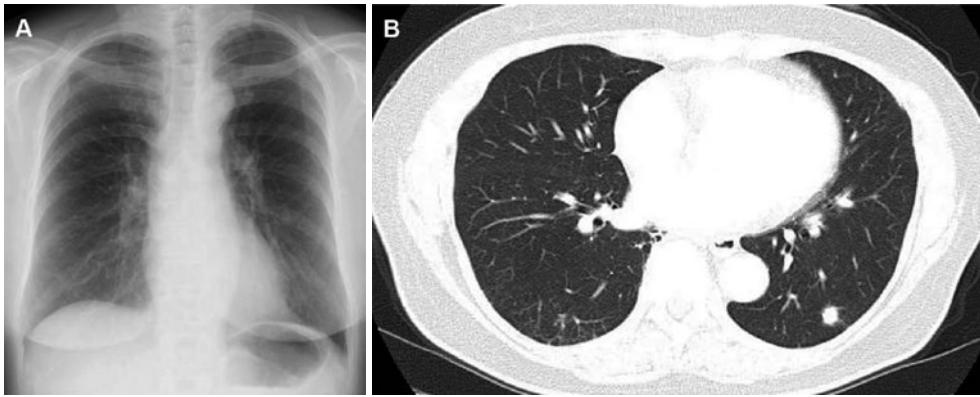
Chest X-ray (A) and chest CT (B) at the first medical examination showing nodules in the left lower lobe.
